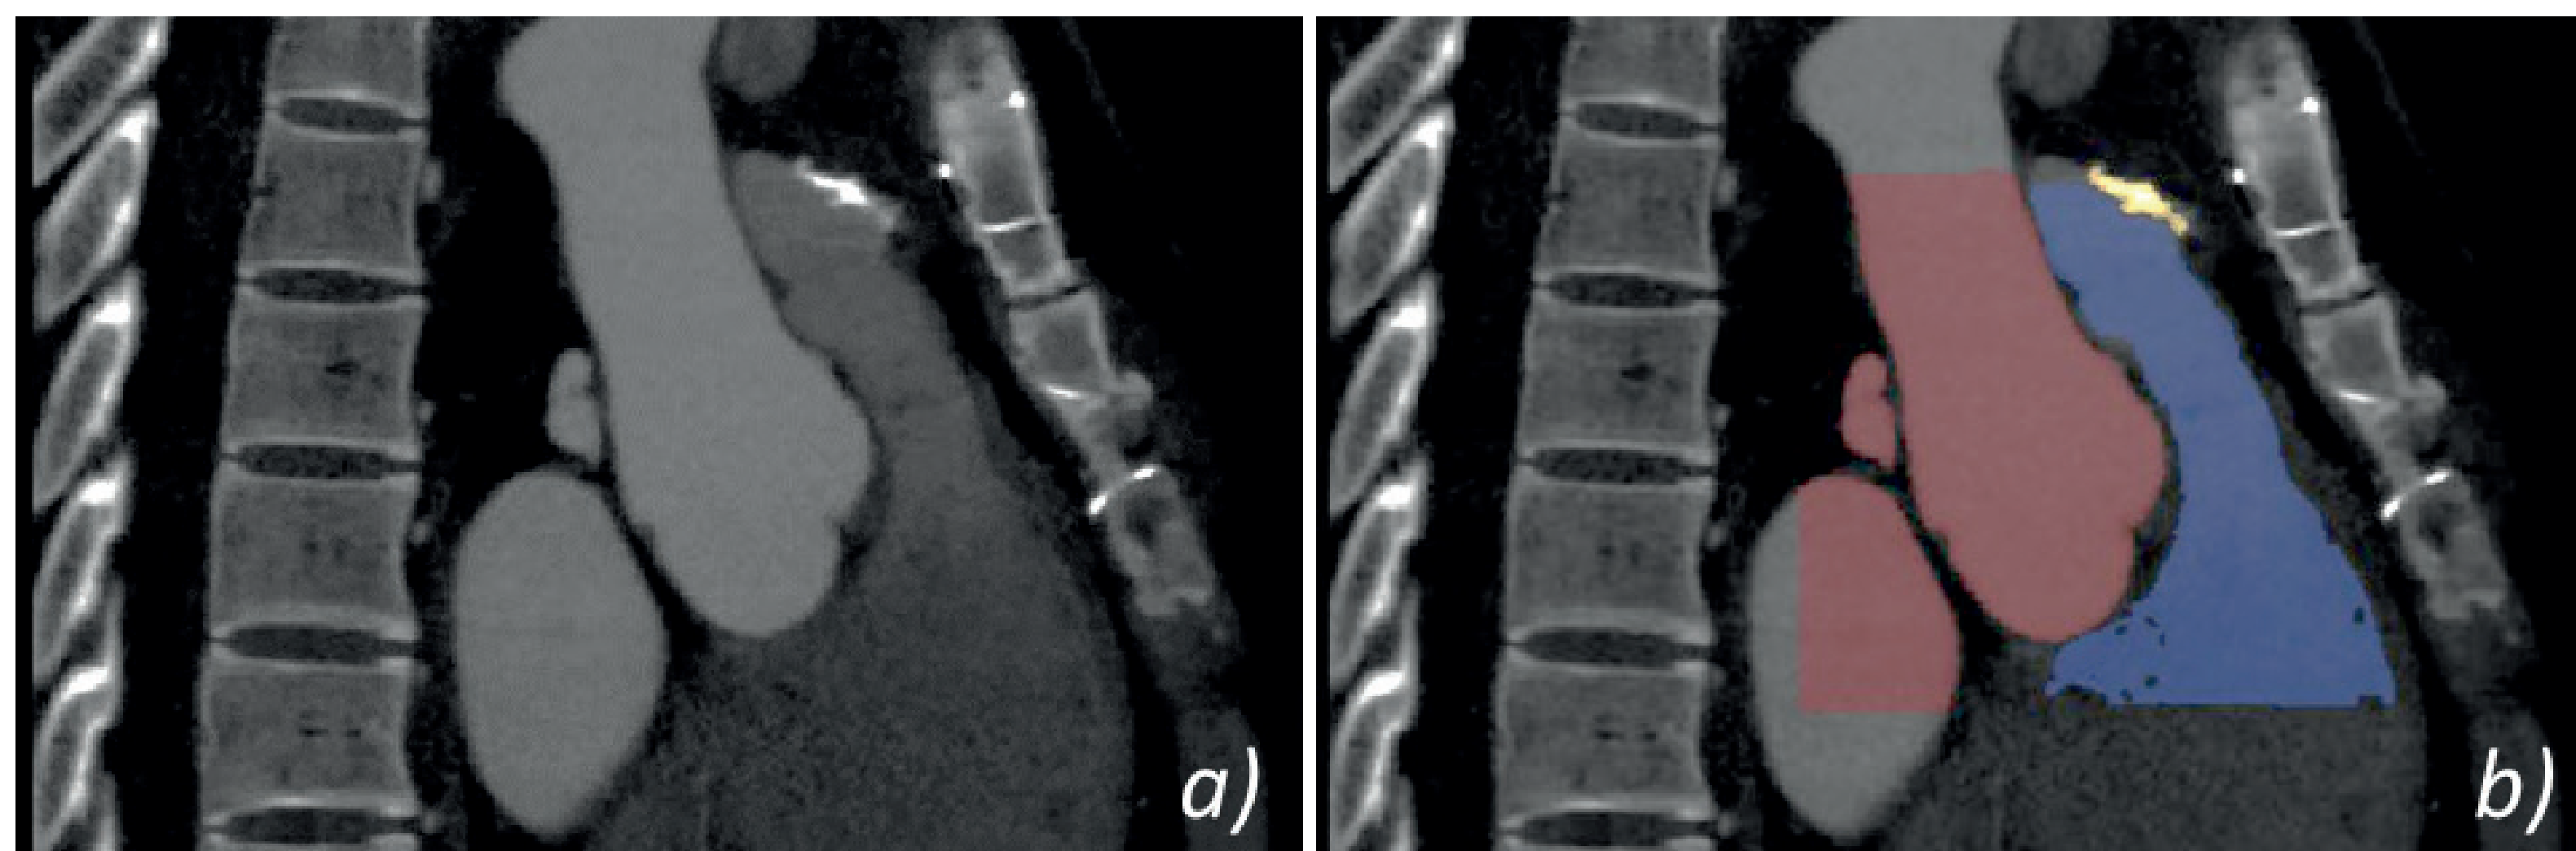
Proceso de obtención del modelo anatómico impreso en 3D: a. Corte coronal de estudio de CTA; b. pos-procesado de la imagen a partir de los valores hounsfield; c. modelo anatómico digital obtenido a partir de los umbrales previamente establecidos; d. modelo anatómico impreso en 3D utilizando tecnología polyjet.
